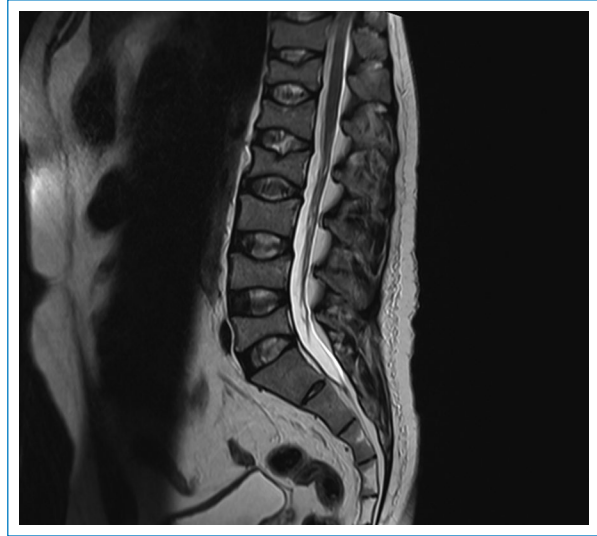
Resonancia magnética sagital en T2 de columna dorso-lumbar, configurando el signo de vértebra de pescado. Los cuerpos vertebrales muestran deformación bicóncava en paciente varón de 34 años con diagnóstico de púrpura trombocitopénica idiopática y osteoporosis inducida por corticosteroides (*archivo original del Centro Radiológico DMI, Chiclayo, Perú*).
